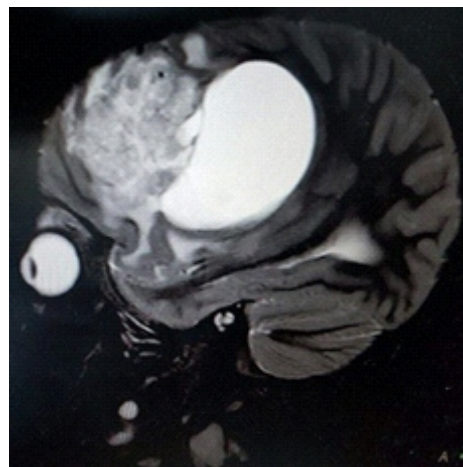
Fotografía de imagen de RM de cráneo, observando masa hiperintensa frontotemporal.
